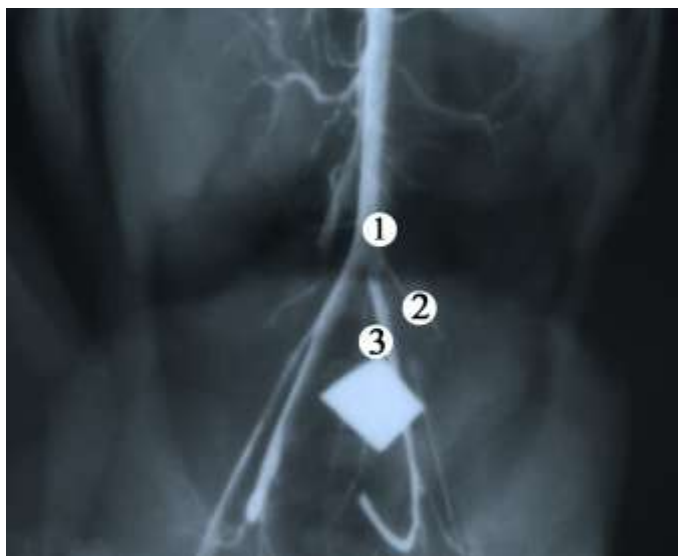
Скелетотопія сигморектального переходу плода 290,0 мм ТПД (на стінку сигморектального переходу накладена металева мітка, артеріальні судини заповнені рентгеноконтрастною сумішшю на основі свинцевого сурика). Фоторентгенограма. Зб. 1,5^x:
